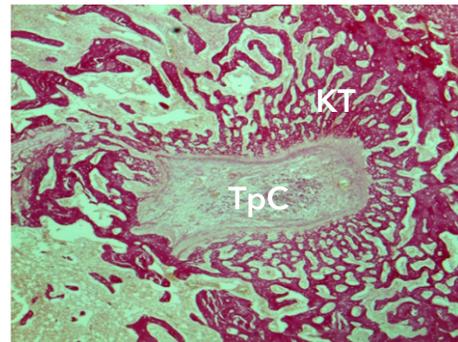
Морфологические изменения аллотрансплантата через 3 недели после трансплантации: зона фрагментации и снижения фуксинофилии коллагеновых волокон. Окраска по Ван-Гизону. Ув.×34. Условные обозначения: КТ - костные трабекулы, TrC - трансплантат сухожилия
